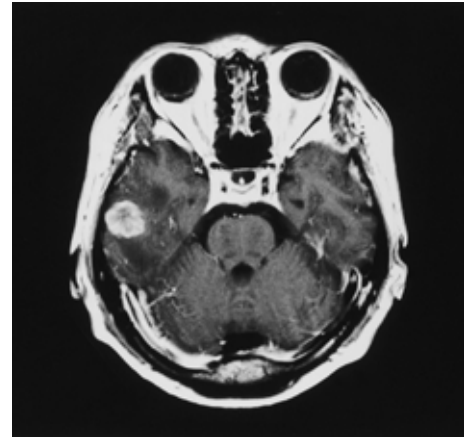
Brain MRI showing a mass lesion in the right temporal lobe on the T1-weighted image.
